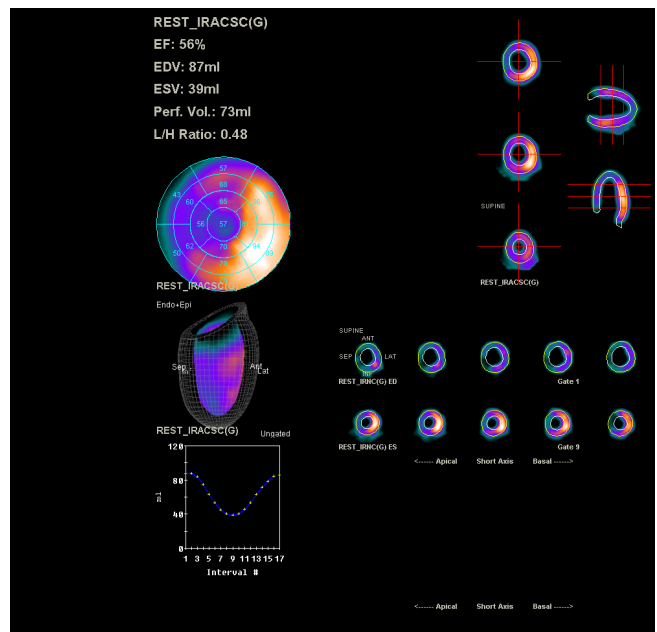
Пример реконструкции изображений миокарда при перфузионной ОФЭКТ миокарда с помощью программы Quantitative Gated SPECT/Quantitative Perfusion SPECT (Cedars-Sinai Hospital, США)
